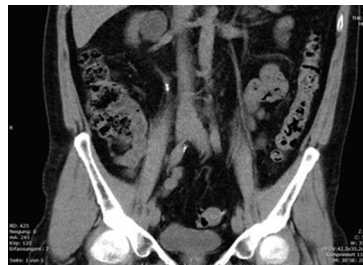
Präoperative native Computertomographie des Abdomens.
